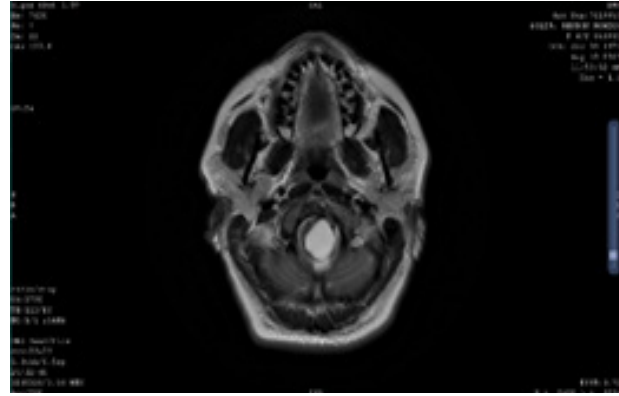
Resonancia Magnética Nuclear en Corte Axial en T2 en la cuál se observa desplazamiento del bulbo raquídeo desde el cuarto ventrículo.
